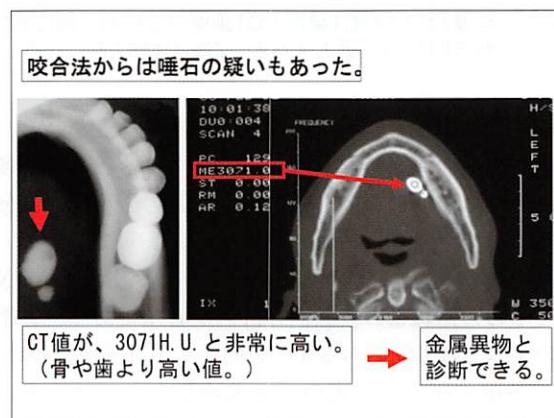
CT値によって定量的に診断された左側口底の金属異物。戦争中の鉛製の銃弾の破片が残存した症例。
